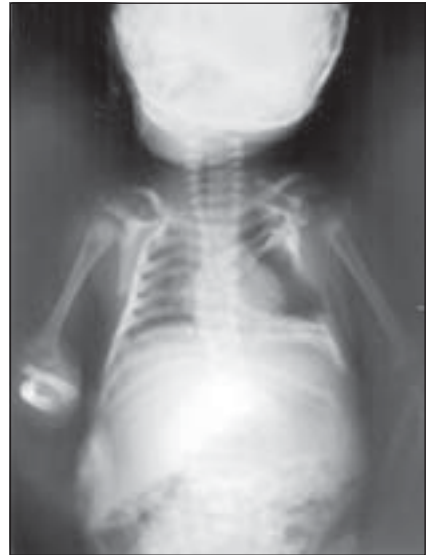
Множинні вади розвитку хребта та ребер. Спинномозкова грижа. Оглядова рентгенограма
